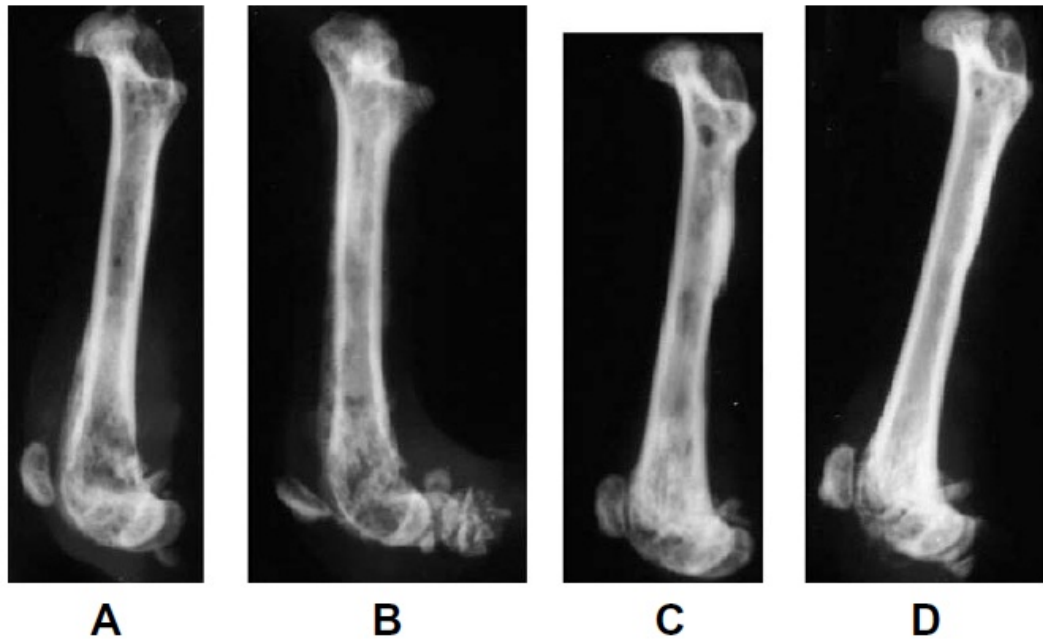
Femur Radiographie mit einer Mammakarzinom Knochenmetastase nach Placebo-Therapie (A), Radiatio (B), Sunitinib-Therapie (C) und kombinierter Radiatio + Sunitinib (D) ^[5]. Eine direkte Beurteilung des Tumors oder der Gefäße ist nicht möglich.
